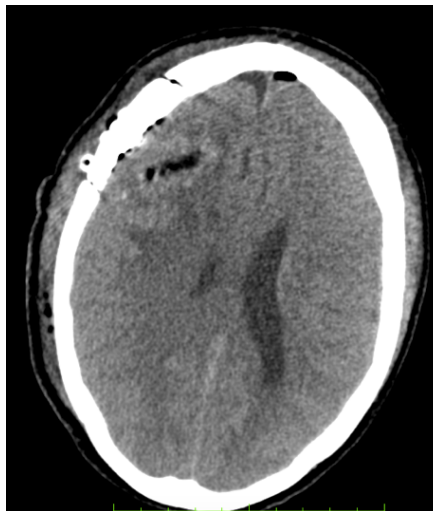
КТ головного мозга с контрастным усилением после 1-й операции (04.03.2017г): аксиальная проекция. Отек правой гемисферы без смещения срединных структур мозга; накопление контраста остатками опухоли не определяется
